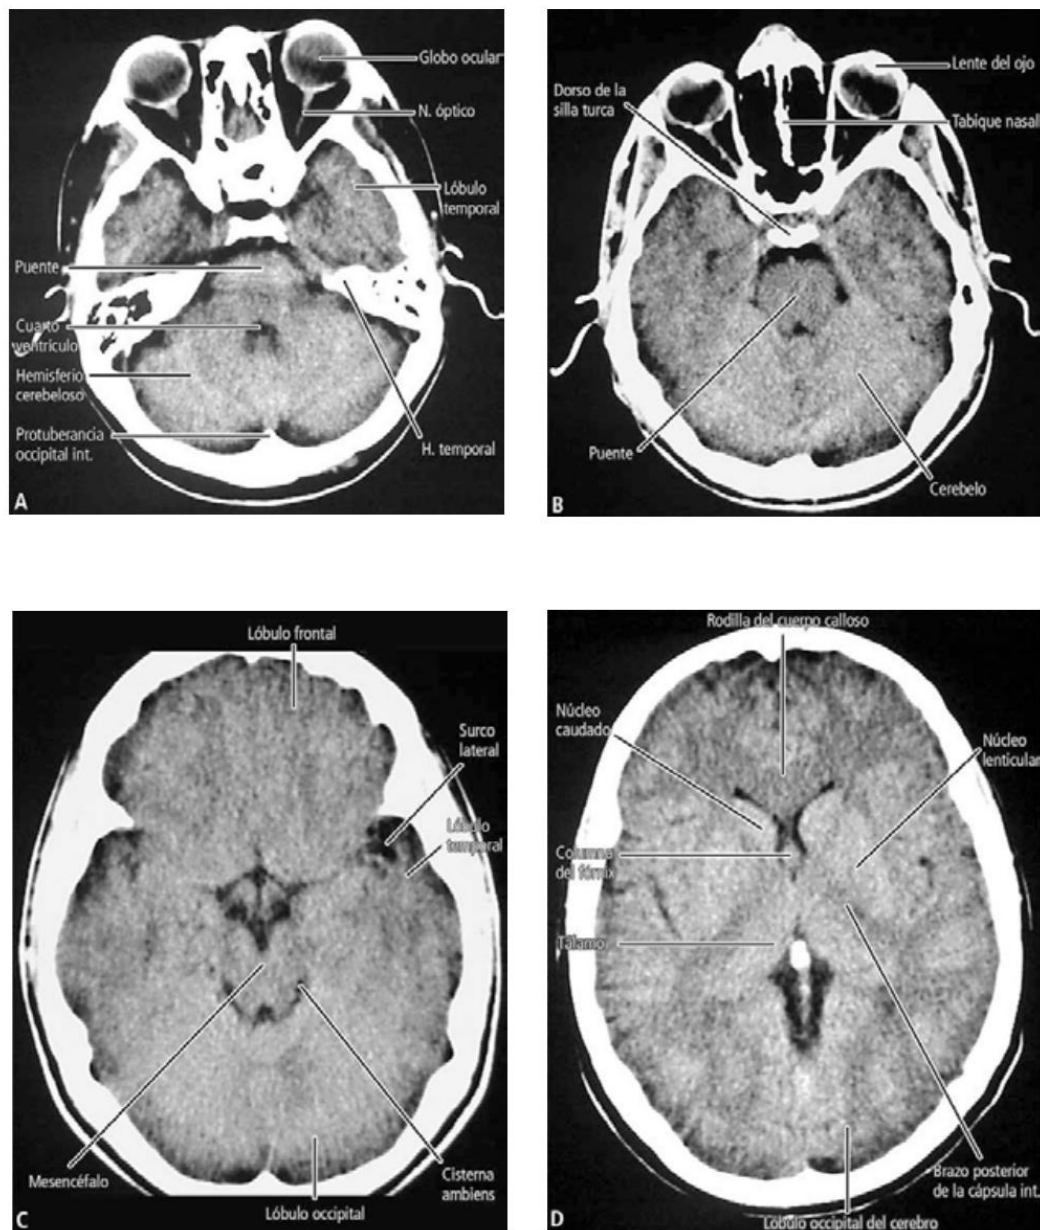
Tomografía computarizada de cerebro. Cortes horizontales (axiales) ordenados en secuencia ascendente; A. Nivel pontino; B. Nivel mesencefálico bajo; C. Nivel mesencefálico alto; D. Nivel talámico bajo.
